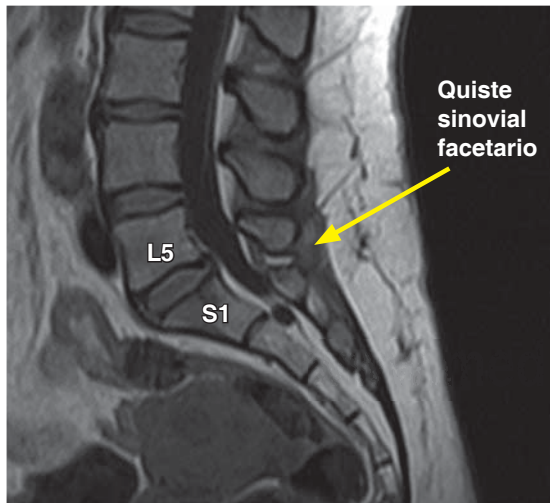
Imagen de RM, corte sagital ponderada en T1, en donde se observa quiste sinovial facetario a nivel de L5/S1 y presencia de quiste de Tarlov a nivel de S2.
